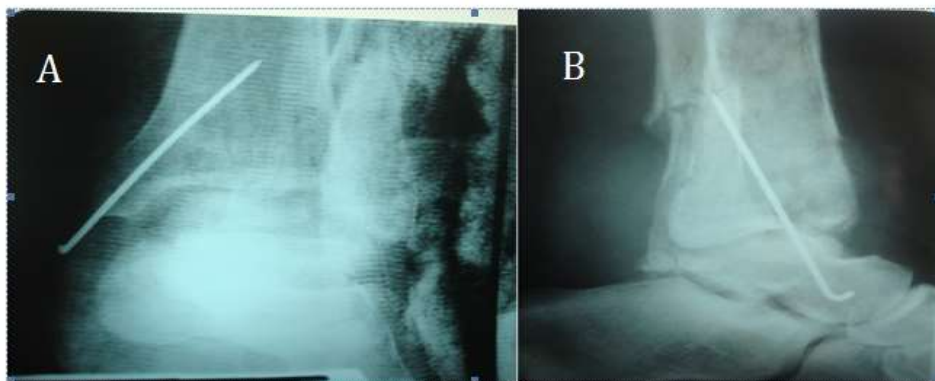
Osteossíntese com fios de Kirschner. (A): Radiografia ântero-posterior e (B): Radiografia em perfil.
